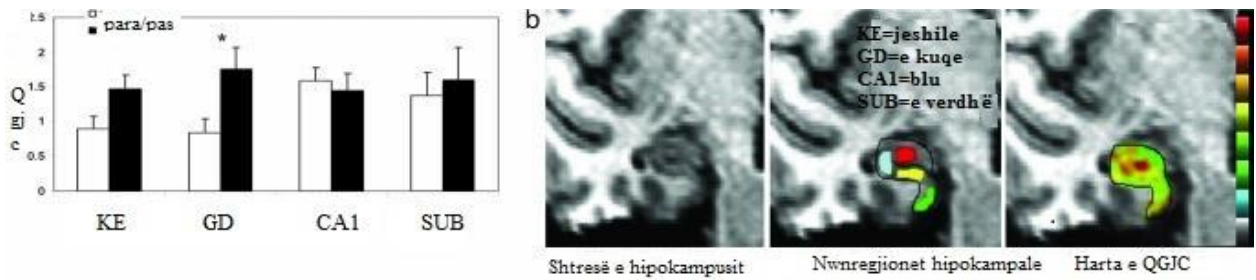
[16] Ushtrimi selektivisht rrit Qgjc të girus dentat tek humanët. (a)Ushtrimi kishte një efekt në qgjc të girus dentat. Grafiku tregon vlerat mesatare relative të qgjc për çdo nënregjion hipokampal përpara ushtrimit (shtyllat e bardha) dhe pas ushtrimit (shtyllat e zeza). Ashtu si tek minjtë girusi dentat nënregjioni i vetëm i hipokampusit tregoi një efekt domethënës të ushtrimit, ndërsa korteksi entorhinal tregoi një rritje jo-sinjifikante në qgjc. (b) Një shembull individual. (Majtas) Prerje me rezolucion të lartë i MRI që vizualizon morfologjinë e jashtme dhe arkitekturën e brendshme të formacionit të hipokampusit. (Qendër) Parcelizimi i nënregjioneve hipokampale (jeshile, korteksi entorhinal; e kuqe, girusi dentat; blu, zona CA1; e verdhë, subikulum). (Djathtas) Harta e qgjc të hipokampusit (ngjyrat më të ngrohta reflektojnë një qgj më të lartë). KE, korteksi entorhinal; GD, girus dentat; sub, subiculum.
